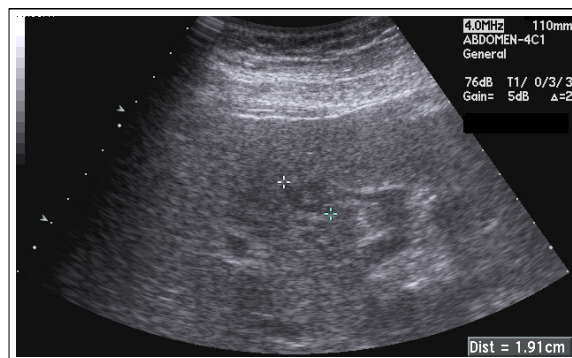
Ultrasonography of liver shows an about 1.91 cm-sized hypoechoic mass with indistinct margin, which includes echogenic portion.
